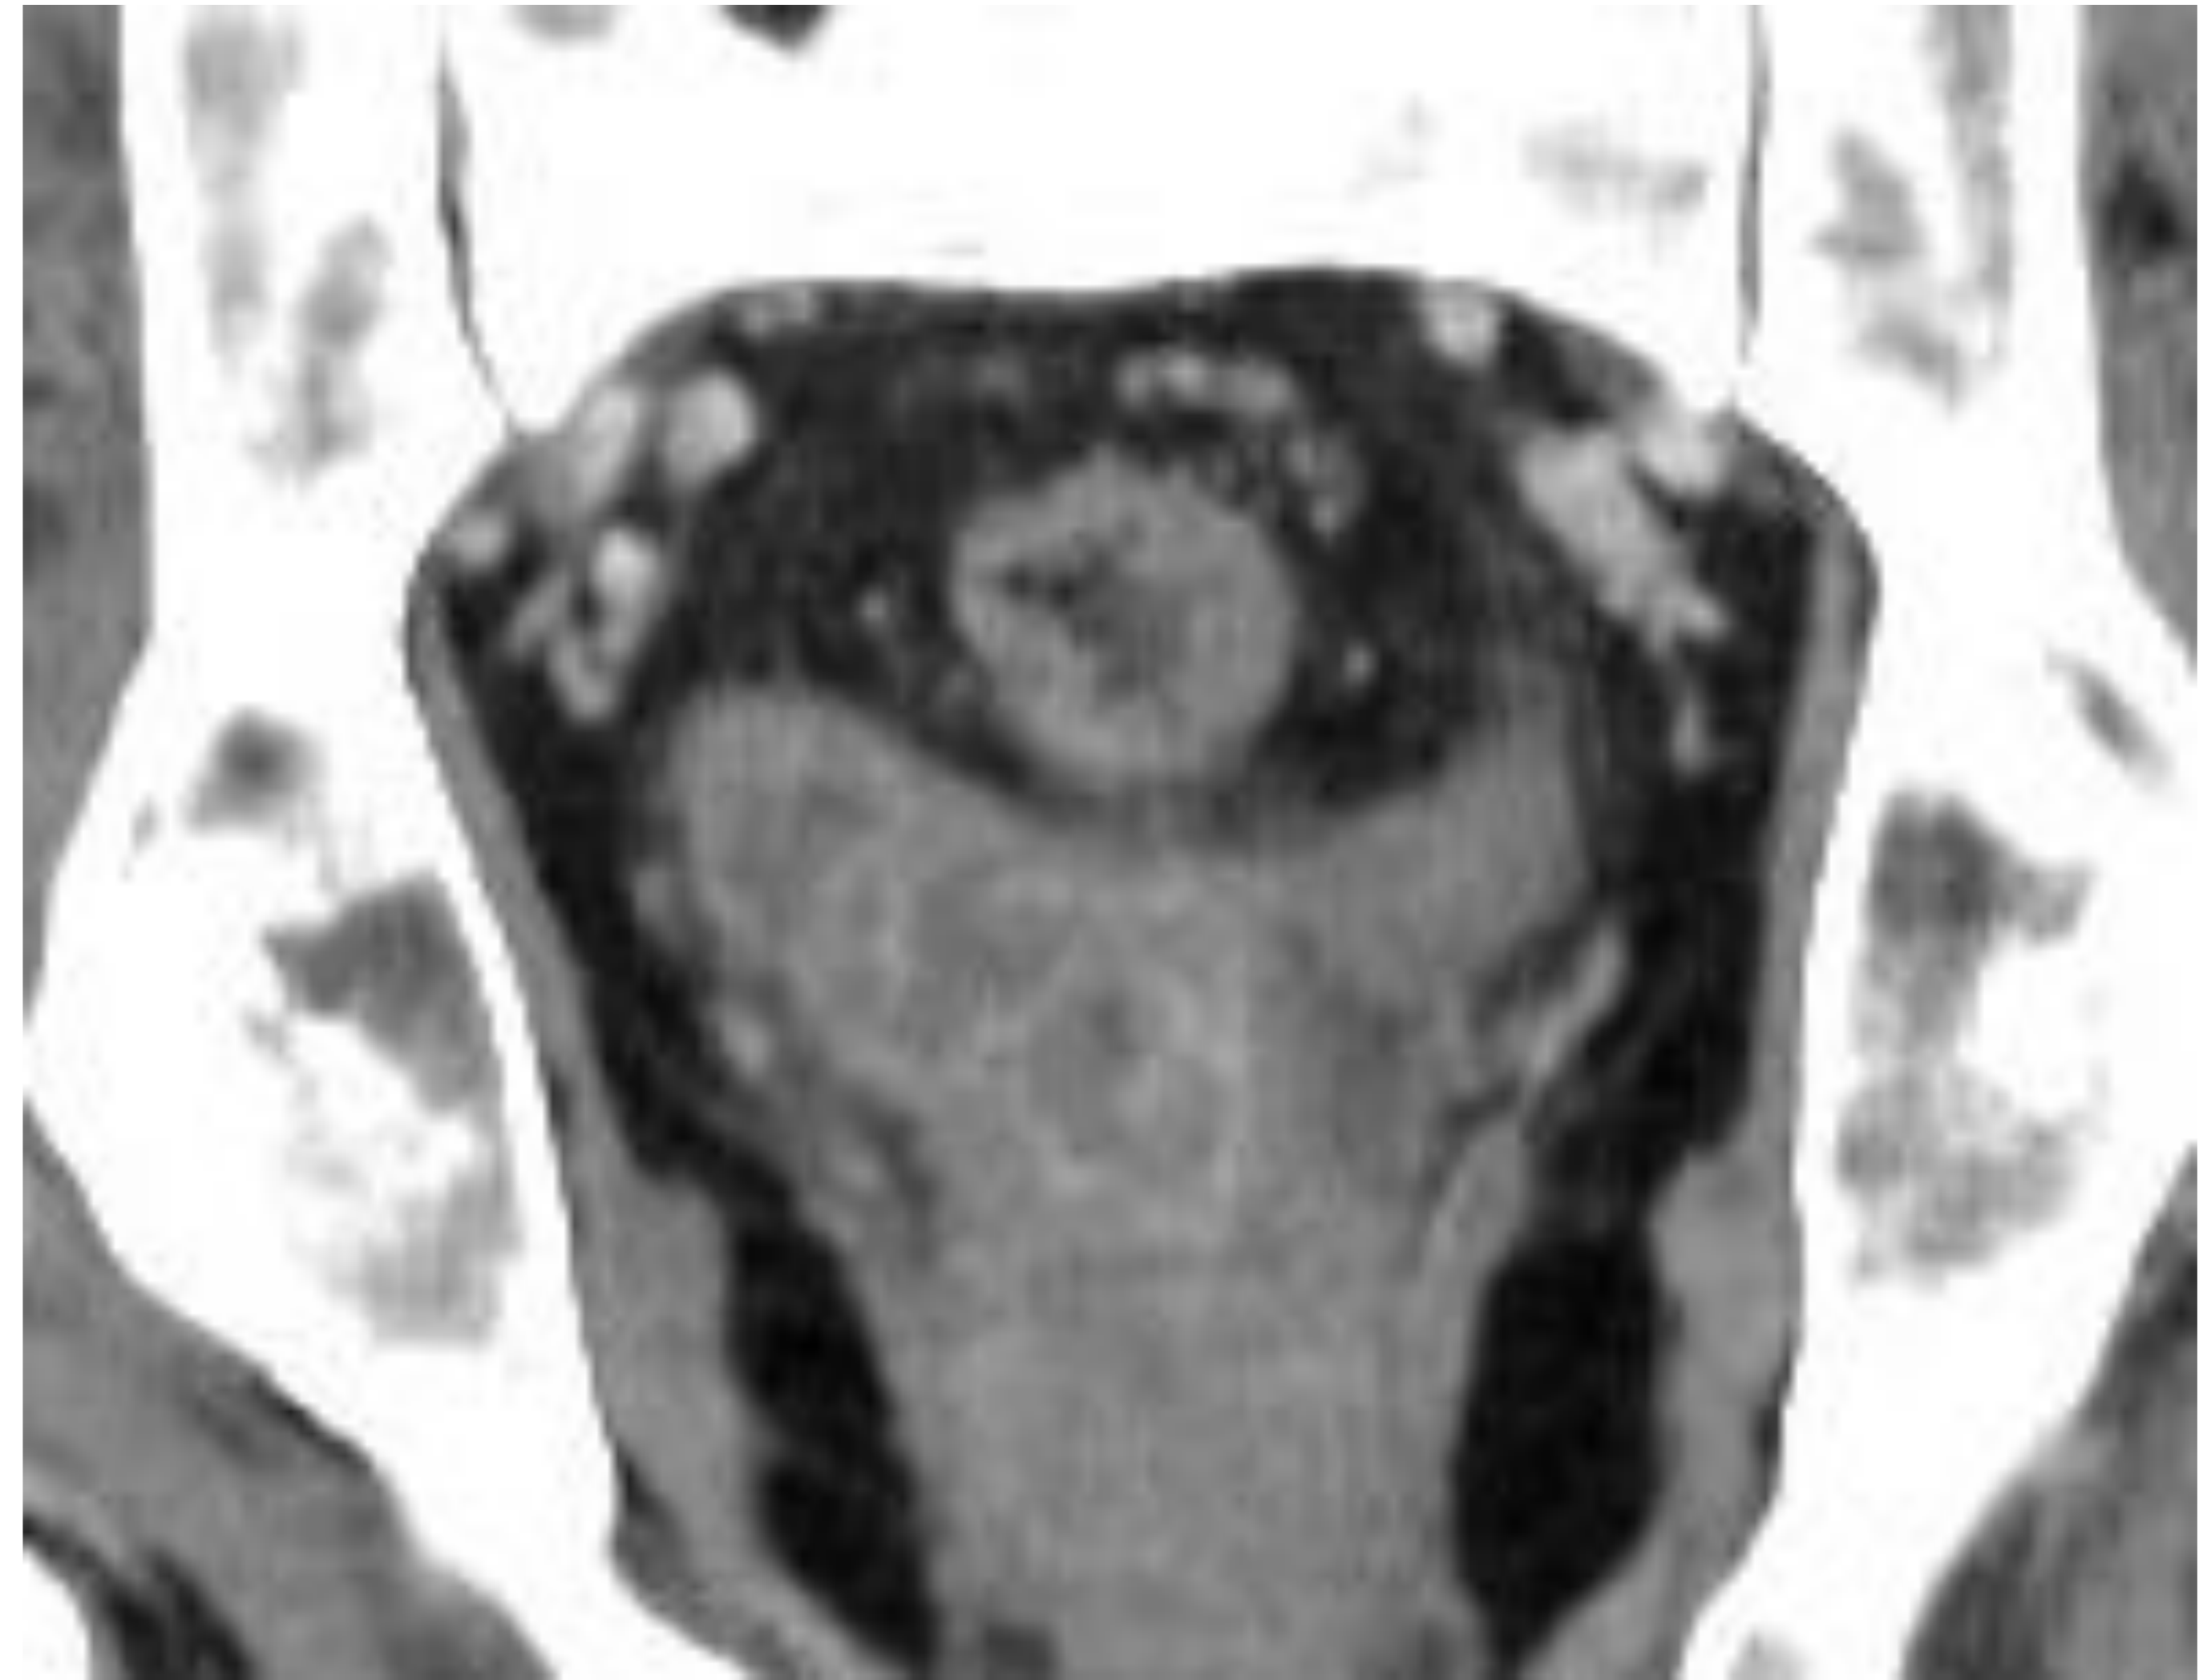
Imagen de TC corte axial de control donde se observa tubo de drenaje en el interior del absceso.
